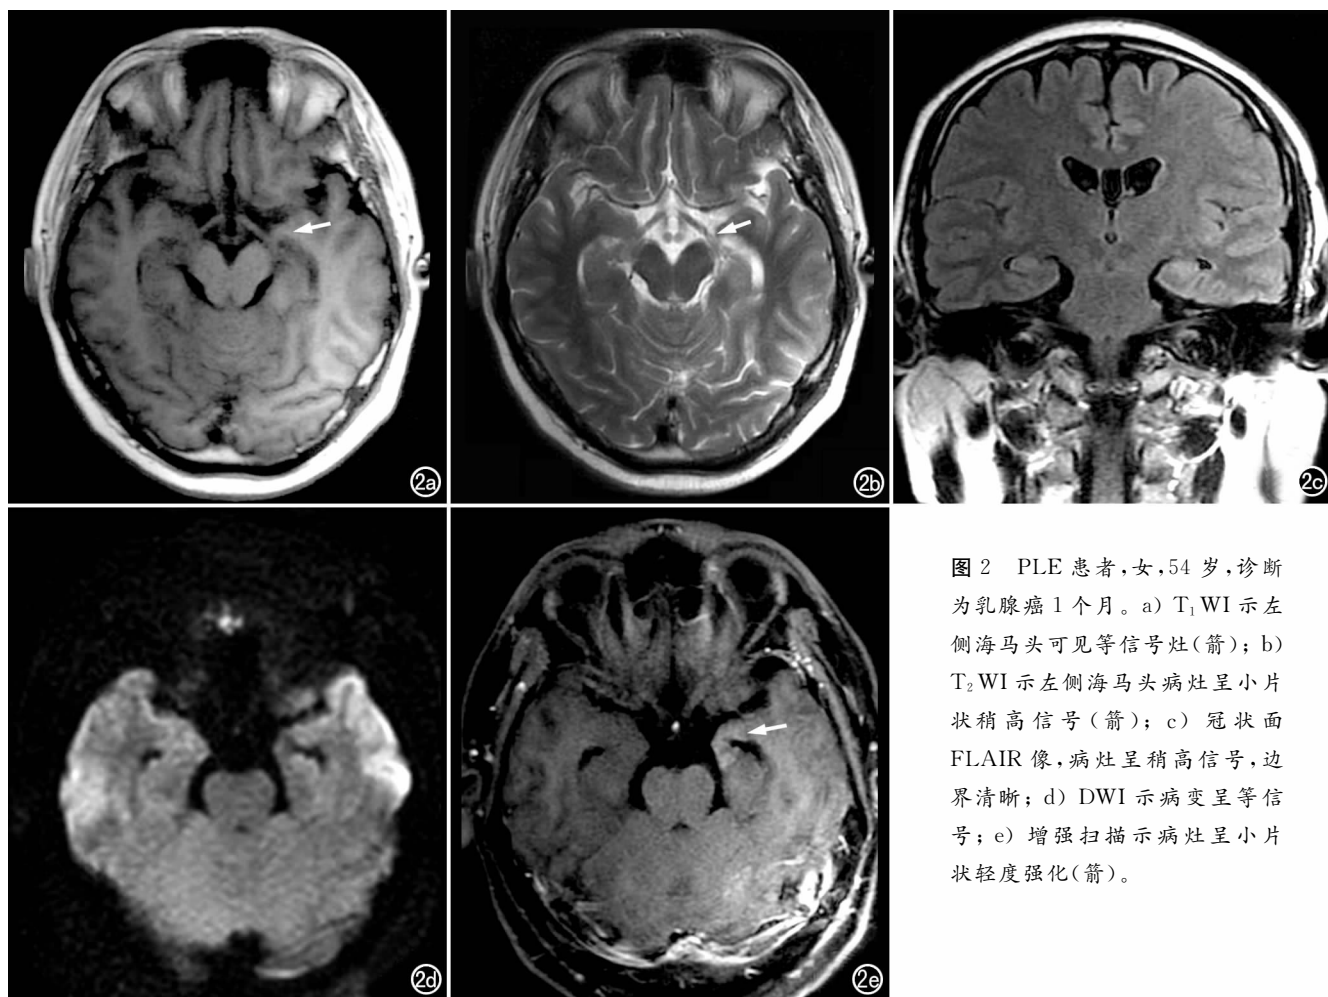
PLE 患者,女,54 岁,诊断为乳腺癌 1 个月。a) T_1 WI 示左侧海马头可见等信号灶(箭); b) T_2 WI 示左侧海马头病灶呈小片状稍高信号(箭); c) 冠状面 FLAIR 像,病灶呈稍高信号,边界清晰; d) DWI 示病变呈等信号; e) 增强扫描示病灶呈小片状轻度强化(箭)。
